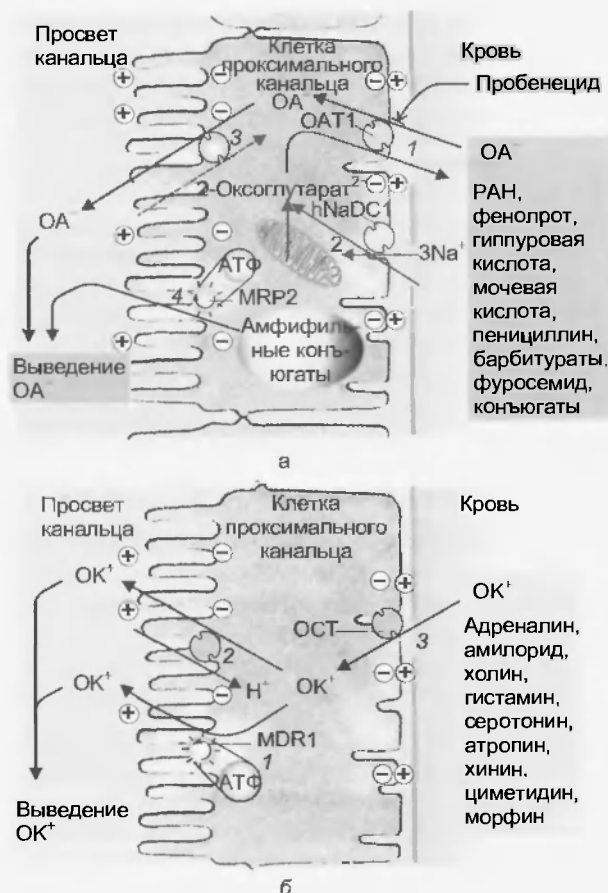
Секретия органических анионов (OA<sup>-</sup>) и катионов (OK<sup>+</sup>) в проксимальном канальце. Она необходима для особенно быстрого выведения конечных продуктов обмена и чужеродных веществ (см. рис. 96.4). Часть этих веществ до контакта с переносчиком нейтрализуется в почке и печени в результате конъюгации с сульфатом, глюкуронатом или глутатионом. Органические анионы (OA<sup>-</sup>) (например, парааминогиппуровая кислота (РАН)), попадают в клетку через базолатеральную мембрану в обмен на дикарбоксилаты<sup>2-</sup> (а, 1). Этот перенос РАН является «третично» активным, поскольку дикарбоксилаты<sup>2-</sup> накапливаются в клетке в результате вторично-активного транспорта, сопряженного с переносом Na<sup>+</sup> в клетку (симпорт) (а, 2). Дикарбоксилаты<sup>2-</sup> могут образовываться также в результате клеточного обмена веществ (например, анион 2-оксоглутарат<sup>2-</sup>). Выход OA<sup>-</sup> в просвет канальца может осуществляться пассивно (а, 3) или в результате первично-активного транспорта, идущего с потреблением энергии АТФ Multi Drug Resistance Protein, Тип 2 (MRP2)). Поскольку органическим катионам необходимо преодолеть клеточный потенциал, они выводятся из клетки в просвет канальца активно. Это происходит либо в результате обмена на ионы H<sup>+</sup> (б, 2) или первично активного транспорта, идущего с потреблением энергии АТФ Multi Drug Resistance Protein, Тип 1 (MDR1) (б, 1), тогда как в клетку OK<sup>+</sup> проникают через базолатеральную мембрану в процессе «облегченной диффузии» (б, 3)
